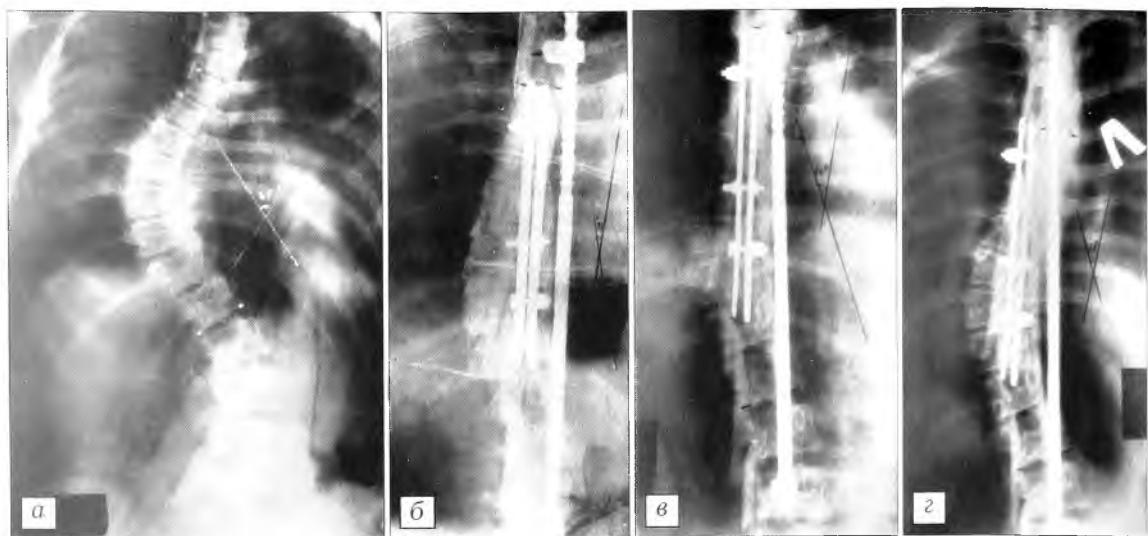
Рентгенограммы больной О. 15 лет:
